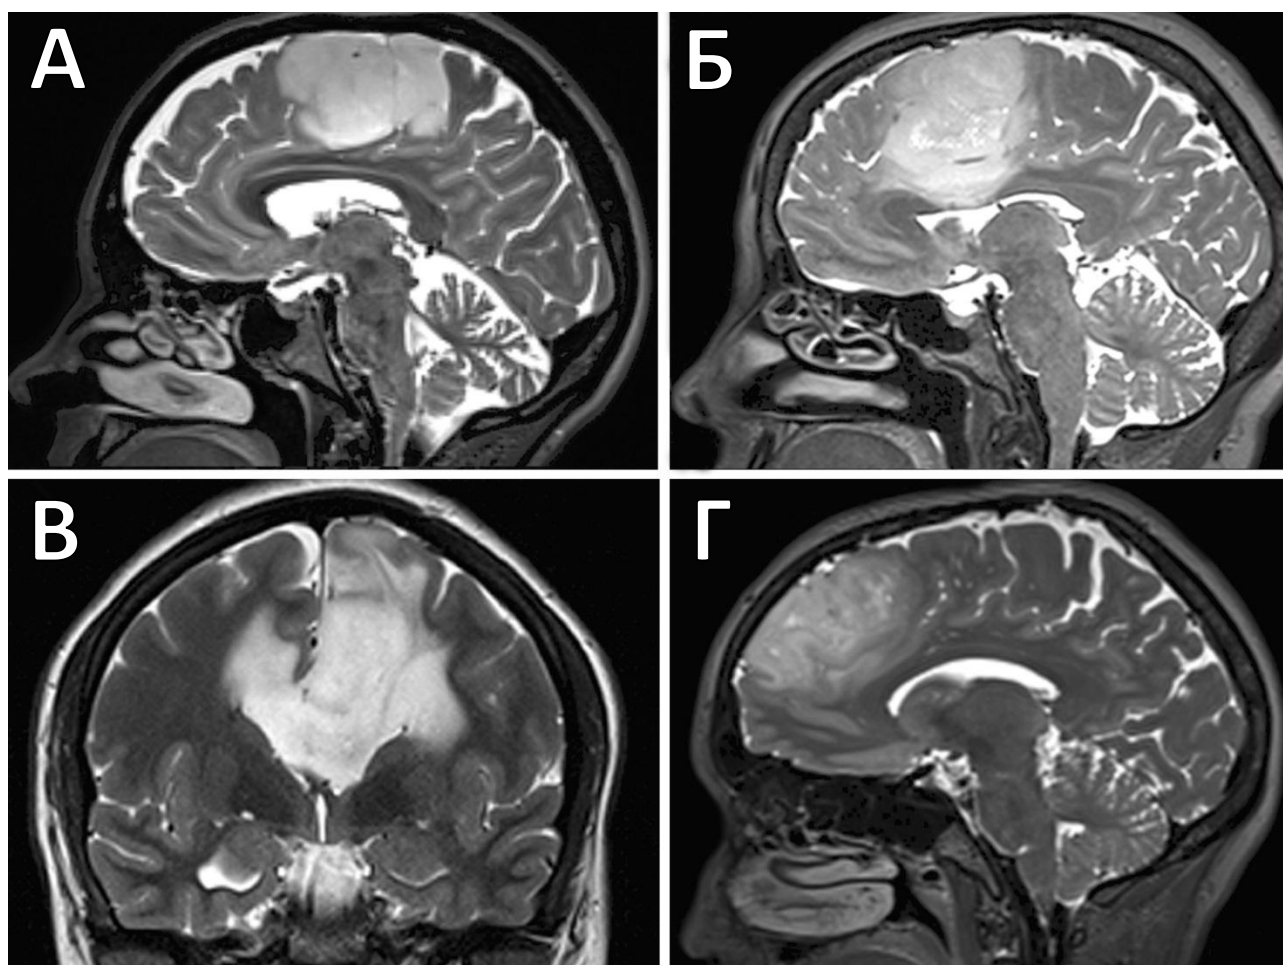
Примеры МР-изображений головного мозга с распространением опухолей за пределы ДМО: А. Распространение из ДМО в прецентральную извилину (МРТ в сагиттальной проекции, последовательность Т2-ВИ), Б. Распространение из ДМО в поясную извилину и мозолистое тело (МРТ в сагиттальной проекции, последовательность Т2-ВИ), В. Распространение в противоположную ДМО через мозолистое тело (МРТ во фронтальной проекции, последовательность Т2-ВИ), Г. Распространение в префронтальную кору (МРТ в сагиттальной проекции, последовательность Т2-ВИ)
